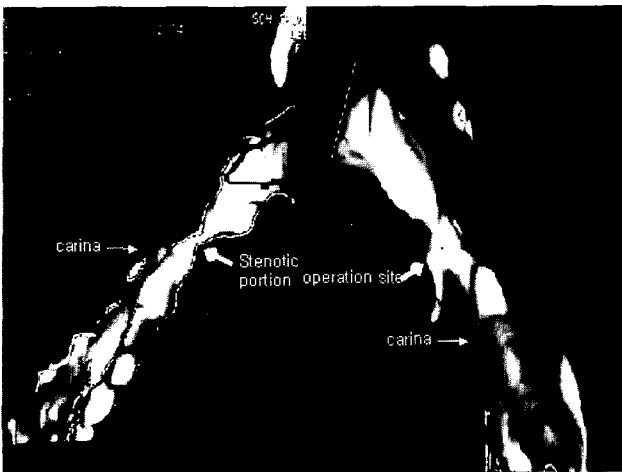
Three dimensional spiral tracheal computed tomography showing pre-operative state(left) and post-operative state(right)
